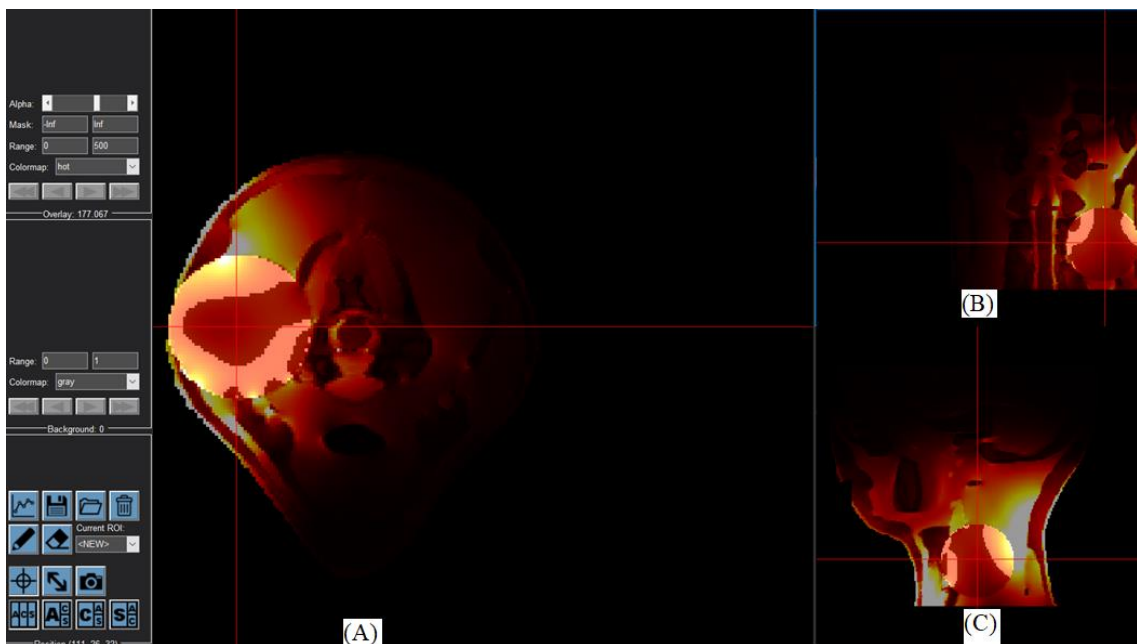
TC_{2s} pro poloměr cíle 25 mm při použití čtyř aplikátorů transverzální řez (A), frontální řez (B), mediální řez (C)
